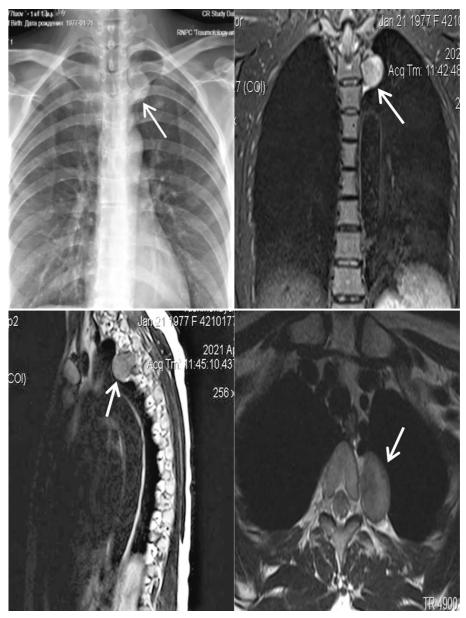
Рентгенограмма и магнитно-резонансная томограмма пациентки Т. до операции
